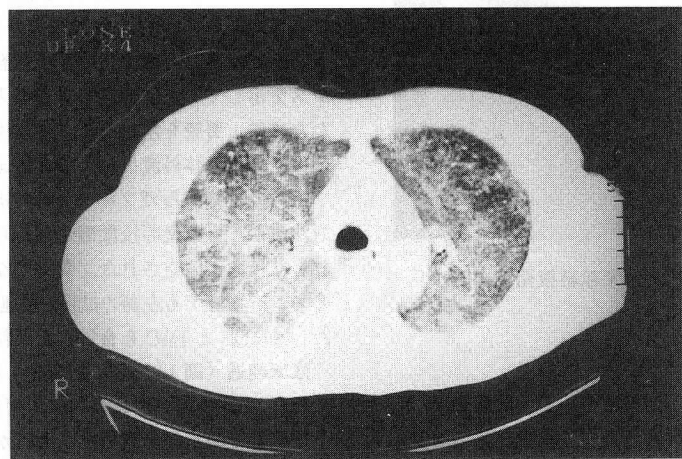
b 平成7年10月23日 ARDS合併時の胸部CT
